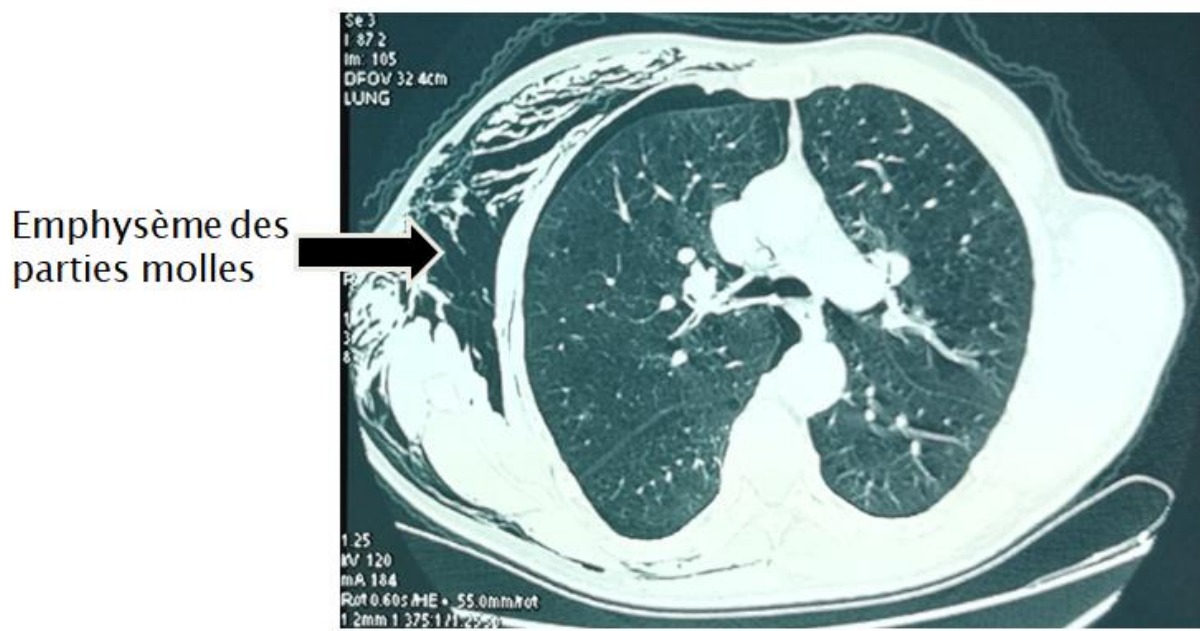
Coupe axiale d'une TDM thoracique montrant un pneumothorax gauche avec emphysème des parties molles. (images du service de chirurgie thoracique de l'HMMI)
